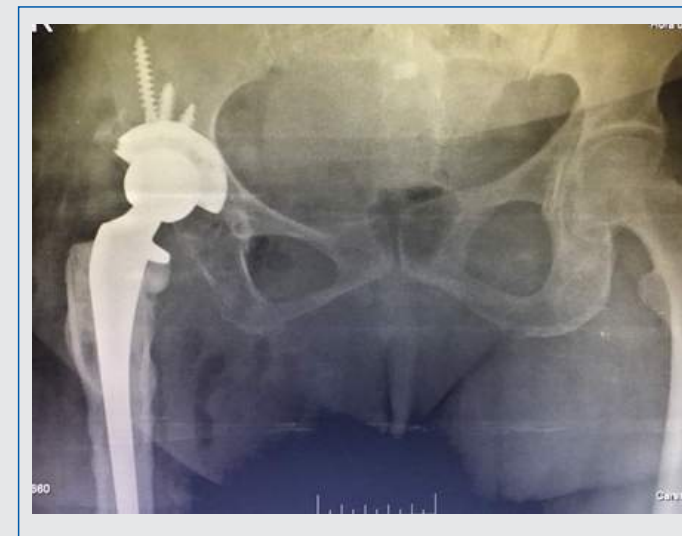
Radiografía de cadera evidencia artroplastia total de cadera
